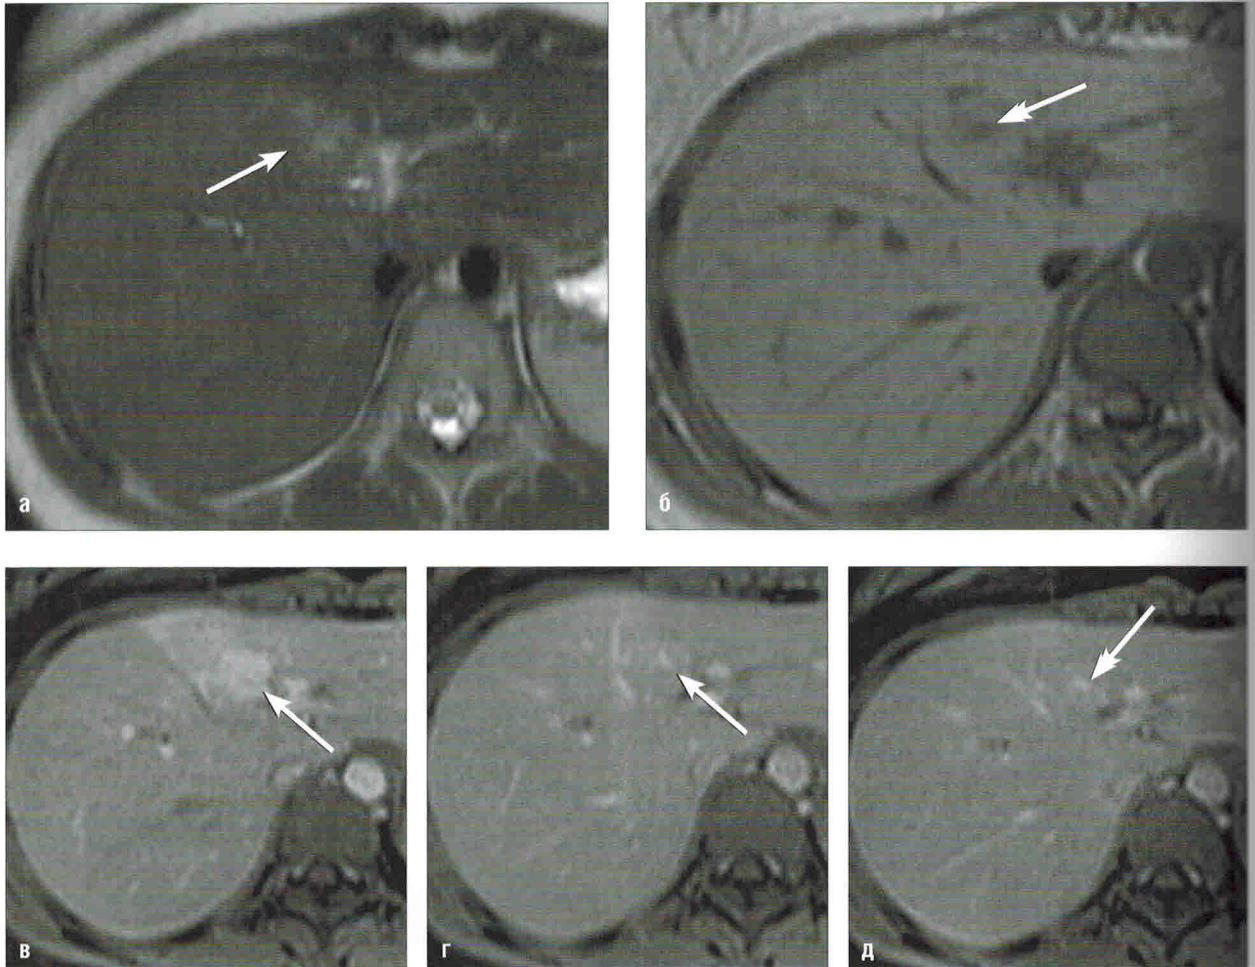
Очаговая узловая гиперплазия. МРТ:
